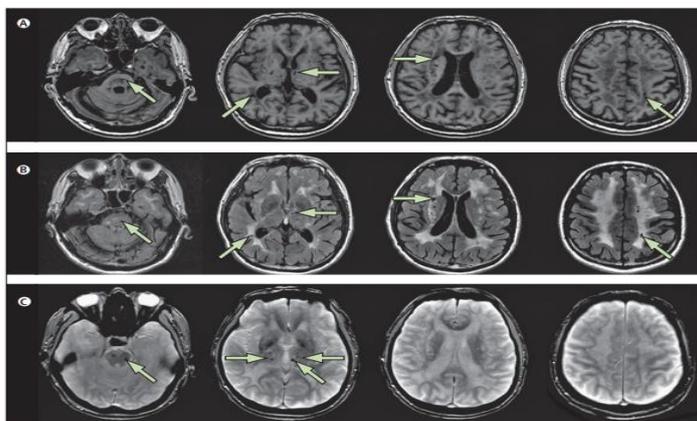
Основные нейровизуализационные маркеры (снимок МРТ, режим T1)
